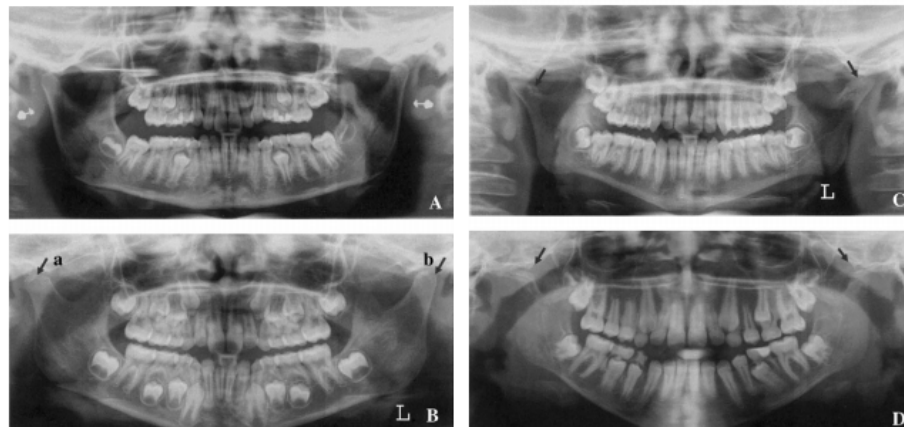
Las puntuaciones de daño condilar en radiografías panorámicas: (A) 0: imagen condilar normal de ambos cóndilos en una niña de 11 años de edad con entesis relacionada a artritis (enfermedad de duración 4, meses). (B) 1: erosión cortical ovalada en la superficie posterior del cóndilo izquierdo y 3: una forma aplanada combinada con una pequeña erosión en la superficie anterior del cóndilo derecho en una niña de 8 años de edad con oligoartritis (enfermedad de duración 5,4 años). (C) 2: Cóndilos aplanados bilateralmente en una niña de 11 años de edad, con comienzo sistémico artritis idiopática juvenil (duración de la enfermedad 10 años). (D) 4: ausencia bilateral y total de cabezas condilares en un niño de 15 años de edad con AIJ de inicio sistémico (duración de la enfermedad de 10 años)<sup>30</sup>.
